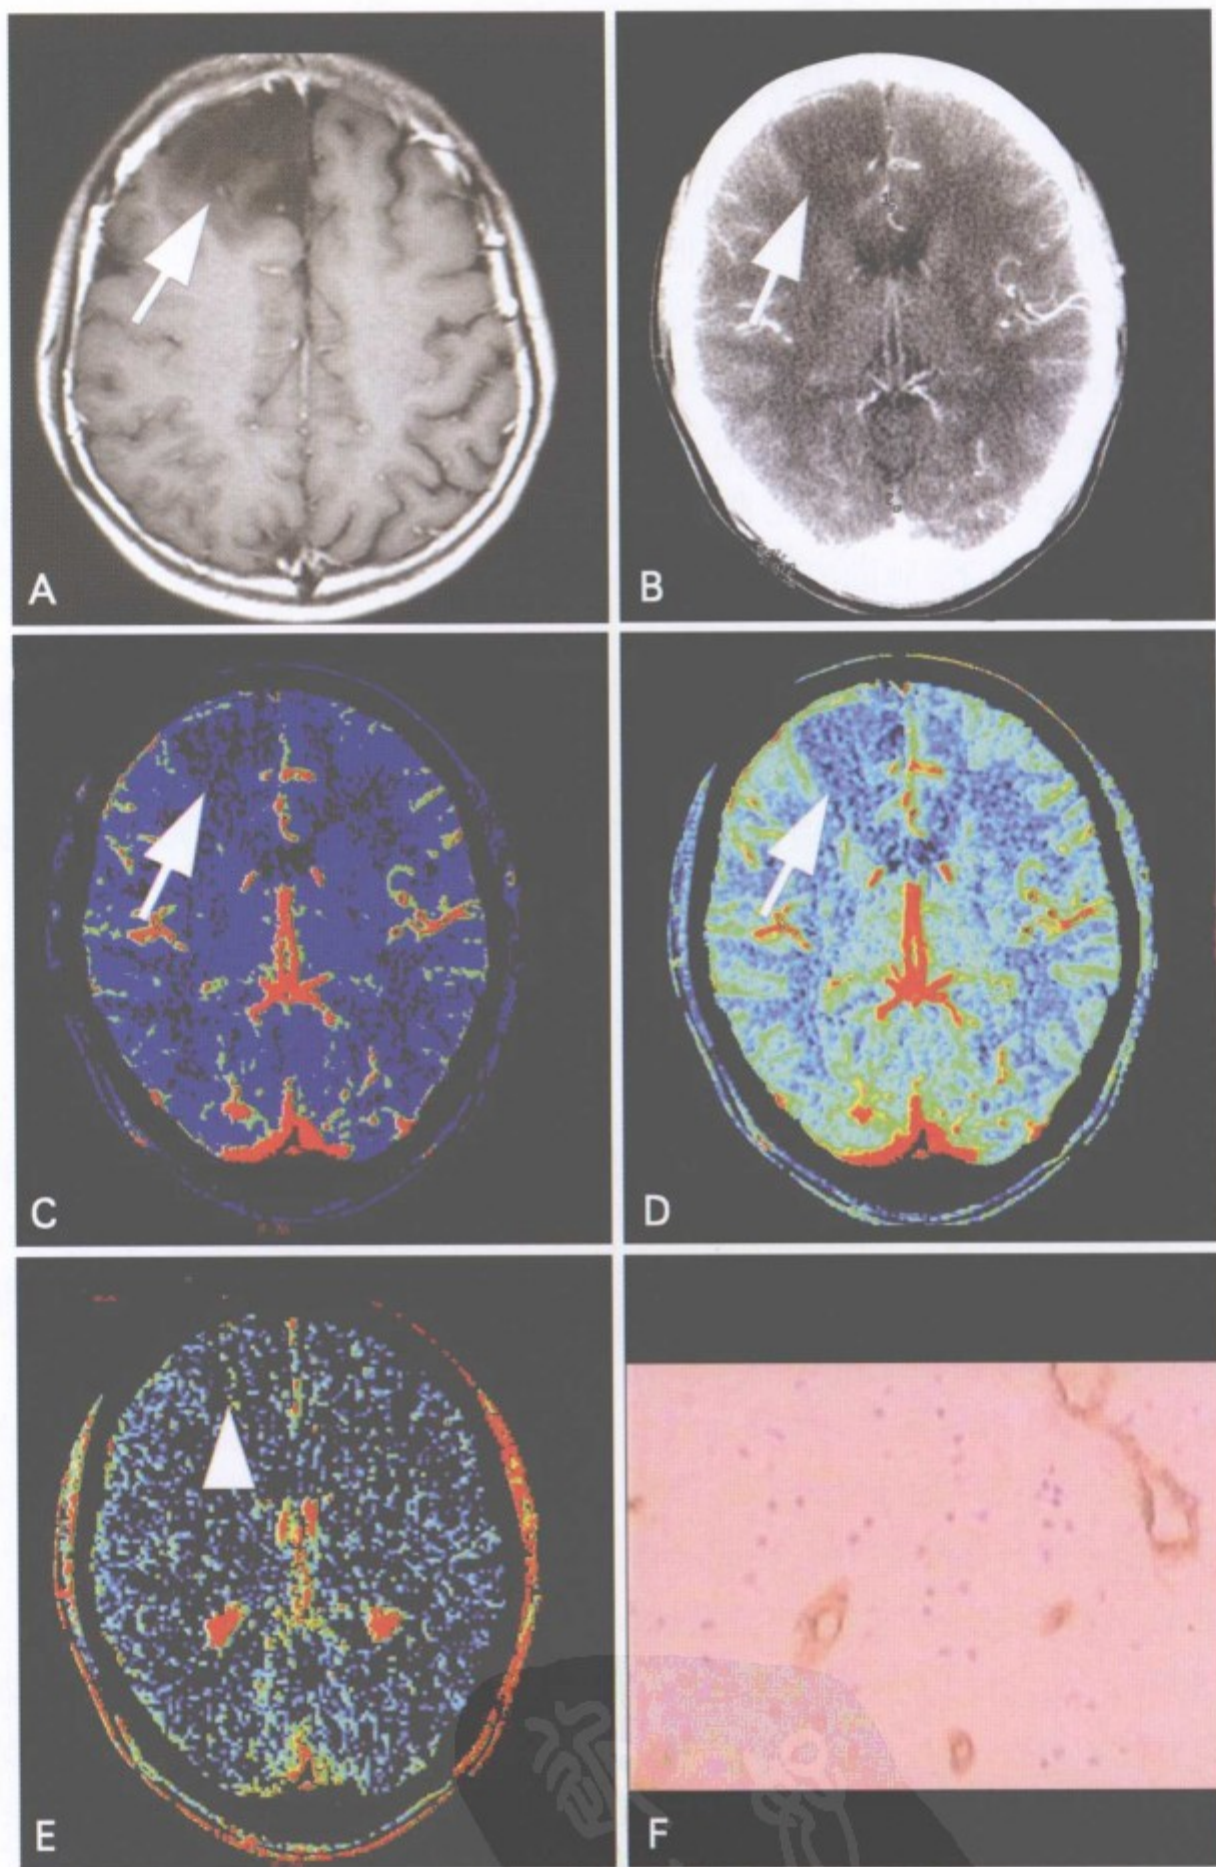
脑低级别星形细胞瘤 CT 灌注图像
